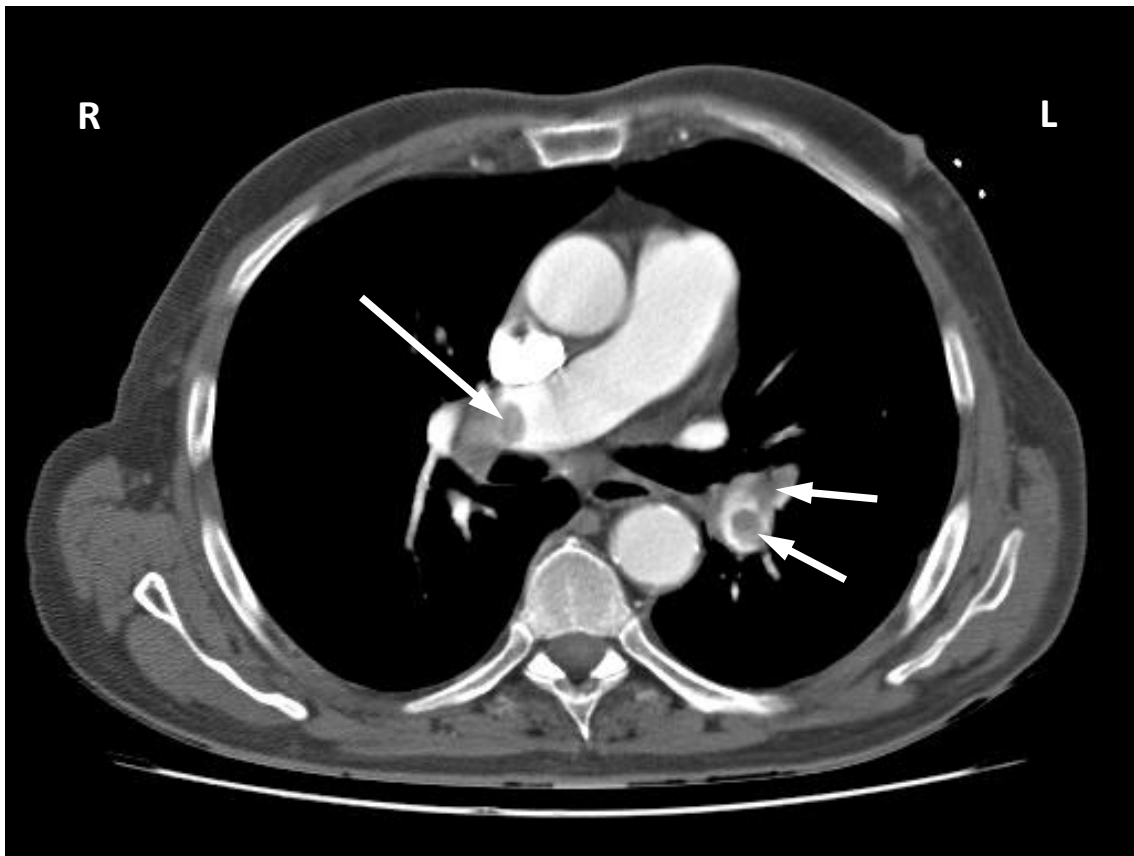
Computertomografischer Untersuchungsfund einer symptomatischen LAE
